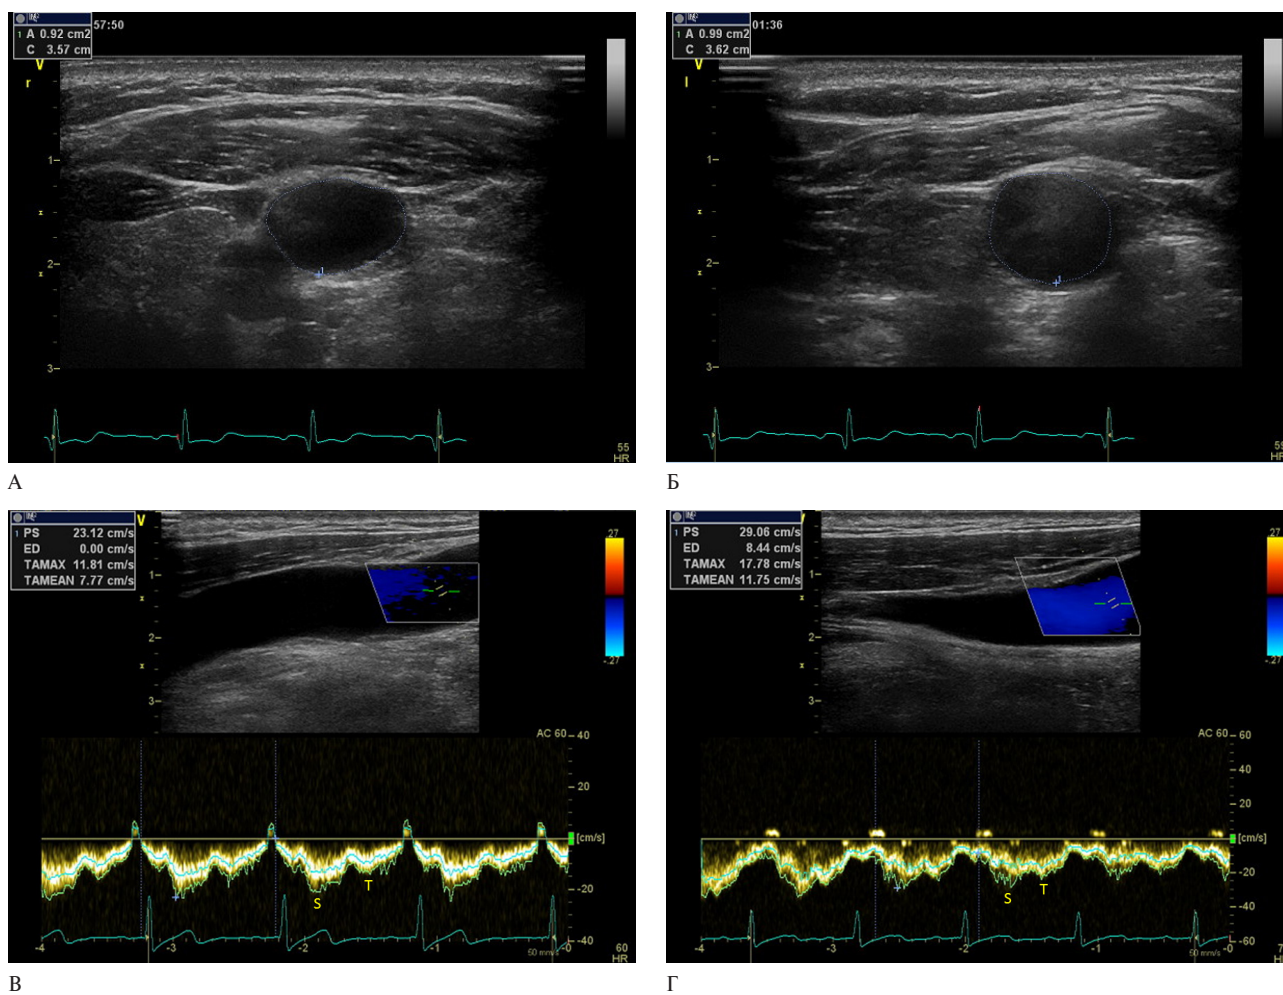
УЗИ ВЯВ пациента И. из группы синусового ритма: площадь ВЯВ в поперечном сечении и усредненные по времени максимальная и средняя скорости оттока: А, Б — правая ВЯВ (площадь 1,32 см²), УВМС =11,81 см/сек, УВСС =7,77 см/сек; В, Г — левая ВЯВ (площадь 0,91 см²), УВМС =17,78 см/сек, УВСС =11,75 см/сек.
